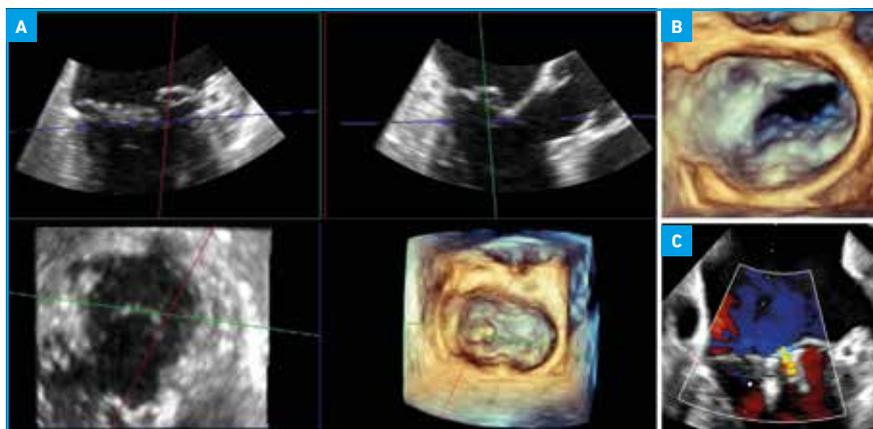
Images ETO de la valve mitrale du deuxième cas. A : évaluation 3D en vue chirurgicale avec reconstruction multi-planaire objectivant le prolapsus de P1. B : résultat anatomique en vue chirurgicale 3D après l'implantation de deux MitraClip XTW. C : résultat en 2D vue bi-commissurale avec Doppler couleur objectivant une fuite résiduelle modérée entre les deux clips sur un minime prolapsus résiduel de P1 sur P2 (lié à la profonde indentation).
